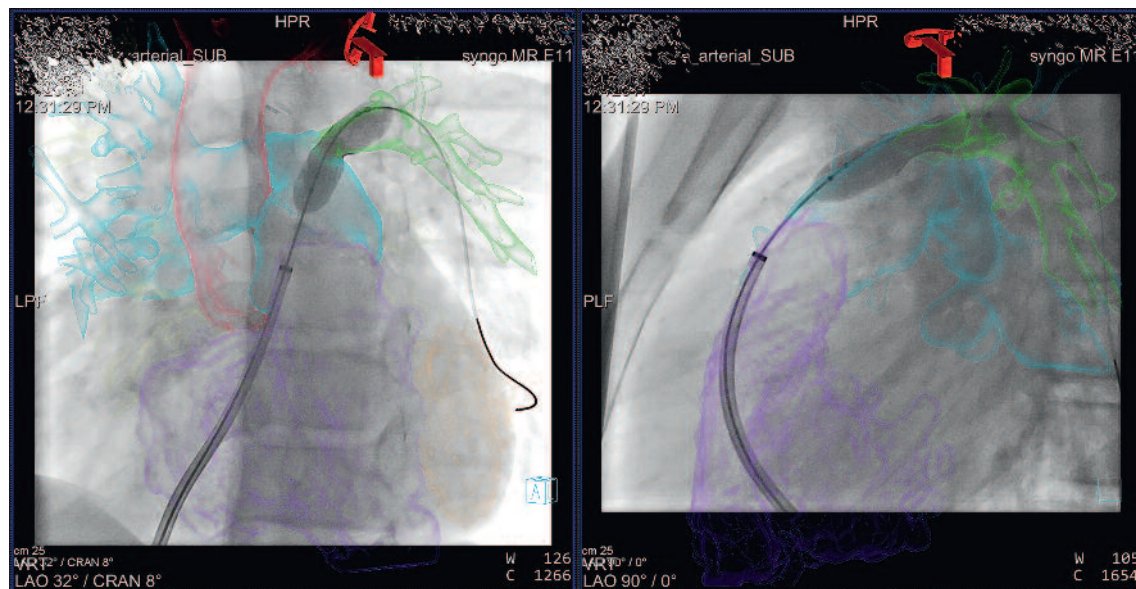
Ballondilatation der Abgangsstenose der linken Pulmonalarterie. 3-D-Navigation im Herzkatheterlabor nach biplanarer Fusion der Bilddaten einer MRT-Angiografie, welche segmentiert wurden (Materialise, Mimics). Violett: rechter Ventrikel; hellblau: Truncus pulmonalis und rechte linke Pulmonalarterie; grün: linke Pulmonalarterie; rot: Aorta.
